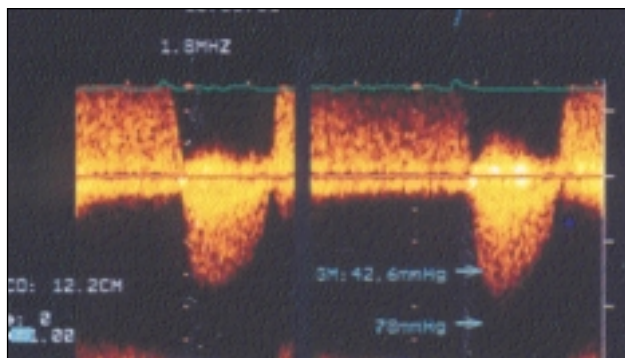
Doppler continuo de estenosis aórtica severa (Grad. Max. de 78 mmHg y medio de 42).
